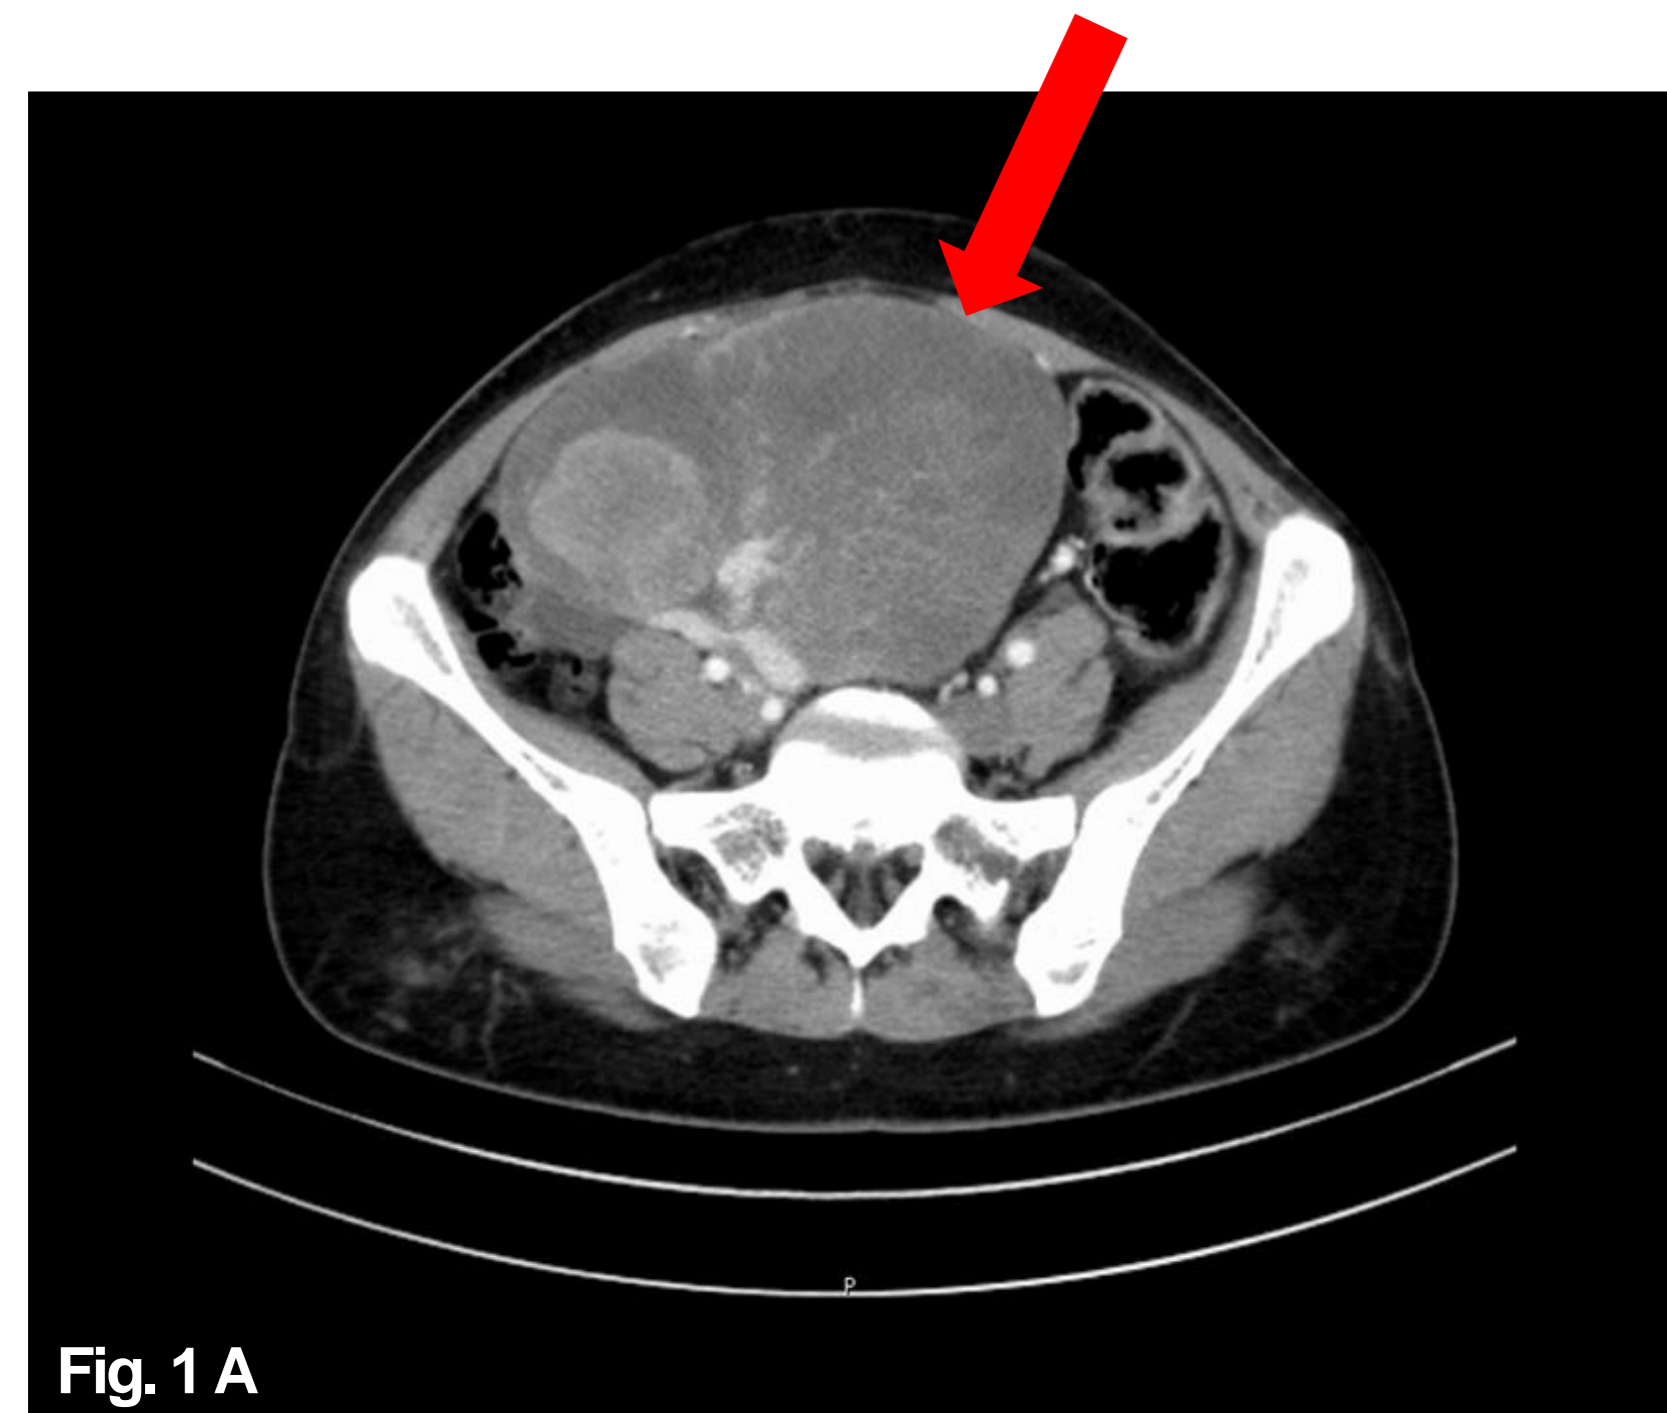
A e 1 B – TAC abdominopélvico
